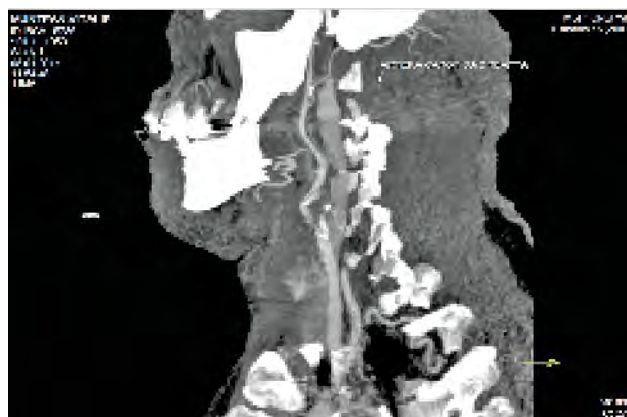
CTA (ACI dreaptă prezintă ocluzie scurtă la nivelul bulbului carotidian).
